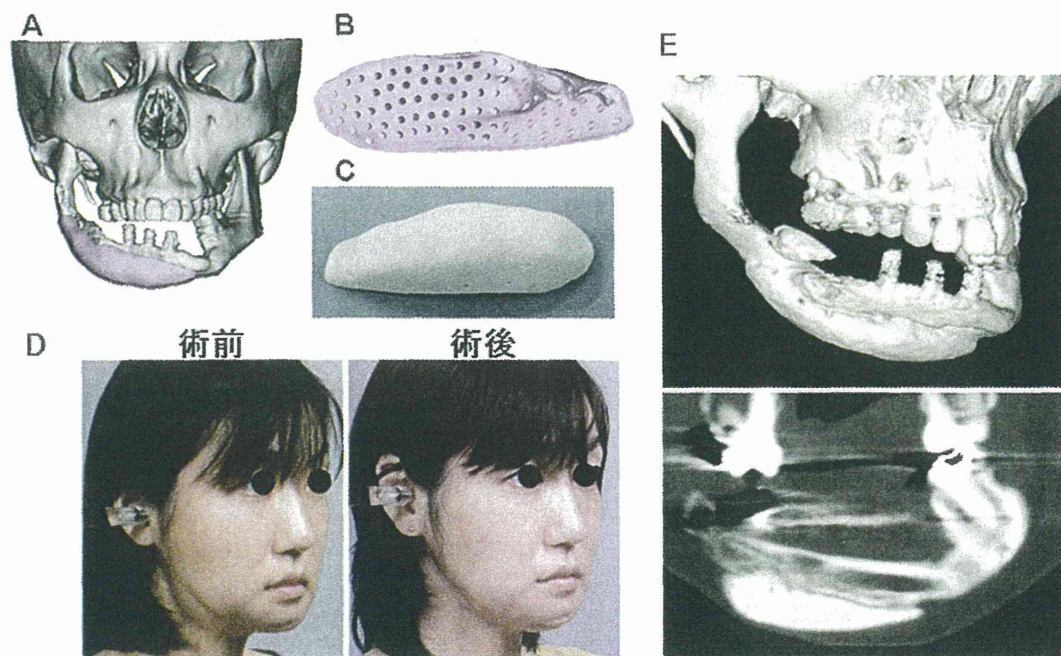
カスタムメイド型人工骨 (CT-Bone) の臨床応用 (2) (許諾の上, 文献6より一部抜粋)
